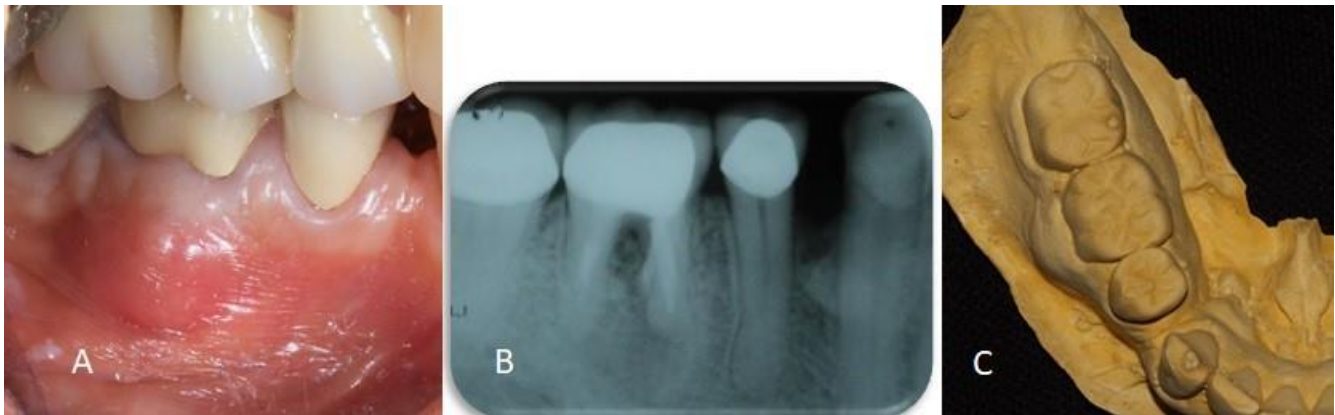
Se observa aumento de volumen en vestibular del diente 4.6, presencia de eritema en la mucosa alveolar (A). Radiografía periapical donde se observa perforación con material de tratamiento de conductos en la raíz mesial del diente 4.6 (B). Modelo de estudio inferior donde se observa en vista oclusal el aumento de volumen vestibular del diente 4.6 (C).
